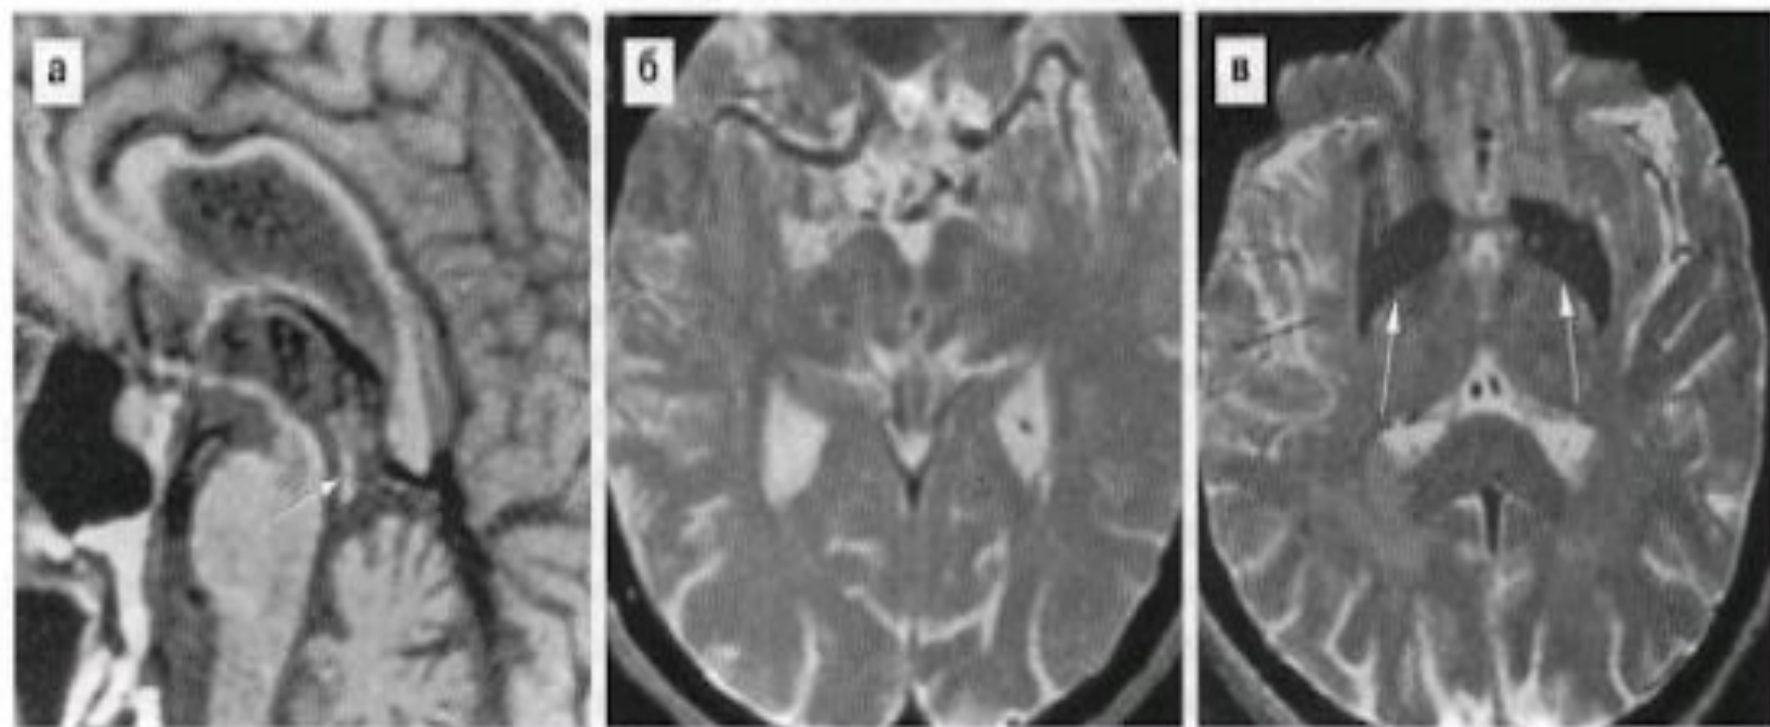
Прогрессирующий надъядерный паралич. Сагиттальная МРТ в режиме T1 (а) выявляет атрофию четвeрохолмной пластинки среднего мозга (стрелка). Аксиальная МРТ в режиме T2 на этом уровне (б) показывает нивелировку в норме пониженного сигнала от красных ядер и черной субстанции за счет гибели меланинсодержащих нейронов. Аксиальная МРТ в режиме T2 на уровне подкорковых ядер выявляет снижение сигнала от латеральных члеников бледного шара — депонирование железа (стрелки).
